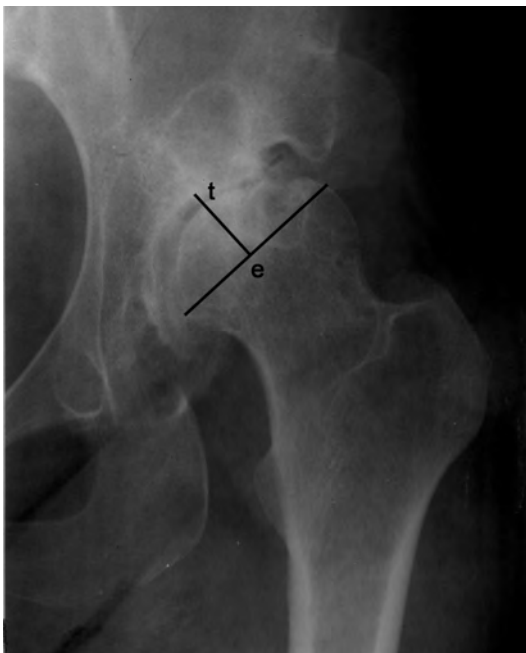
Рентгенограмма больного Н.: глубина вертлужной впадины.
